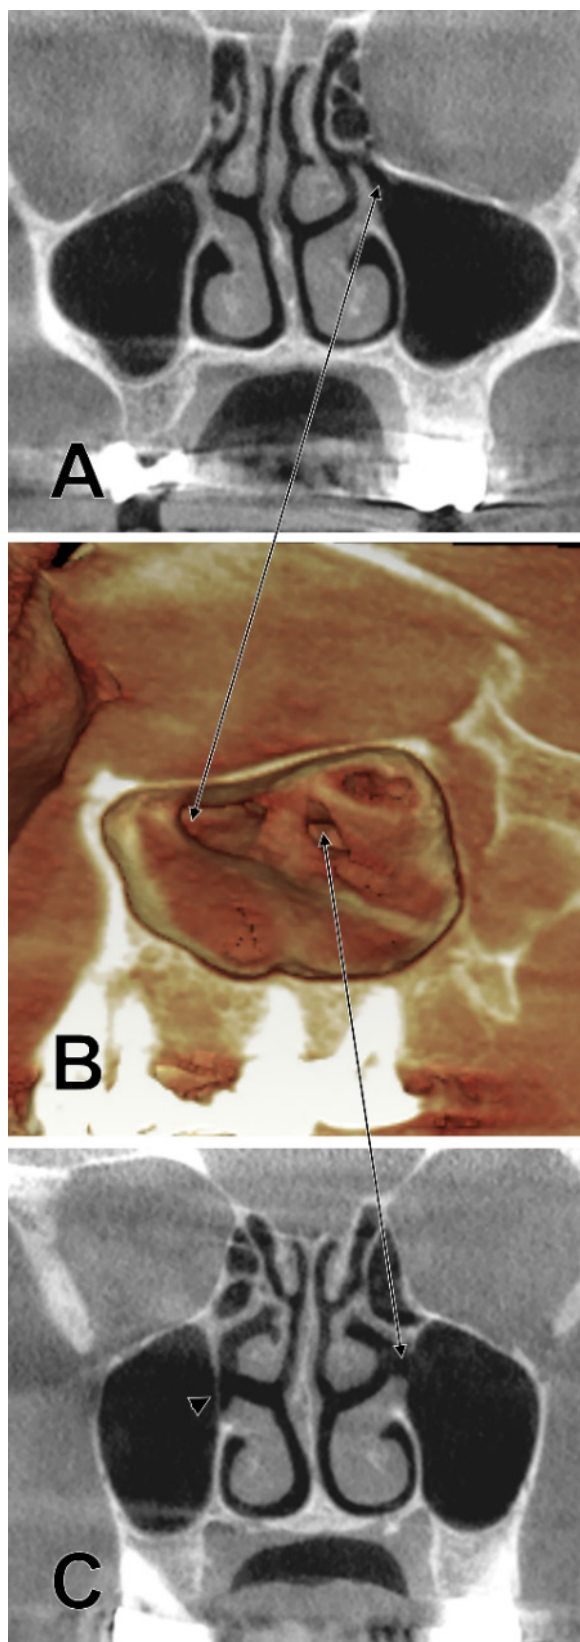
Secțiune coronală CBCT. Se identifică (săgeți) bilateral orificii fontanelare ale lui Giralde prin care sinusurile maxilare comunică cu meaturile nazale inferioare. CNI: cornet nazal inferior.
